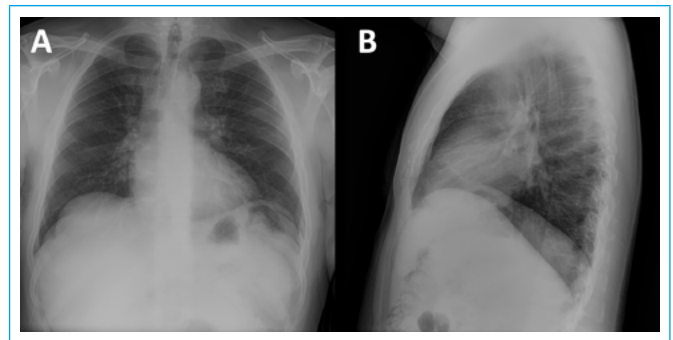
Radiografía de tórax. Proyecciones posteroanterior (A) y lateral (B), sin hallazgos significativos
